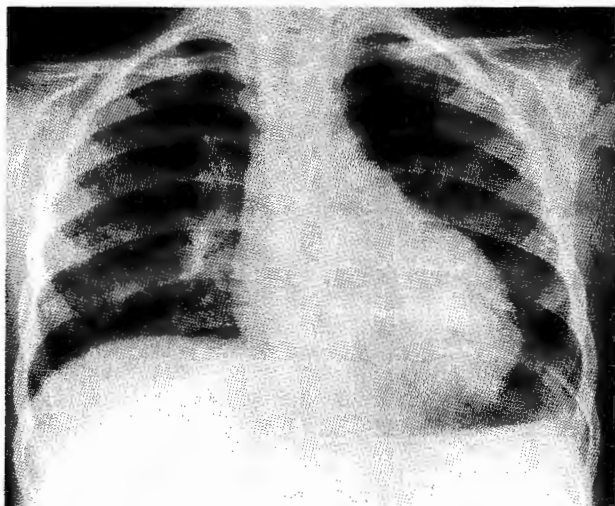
Radiografía frontal de tórax de la niña de nueve años. Muestra dilatación del ventrículo izquierdo.
